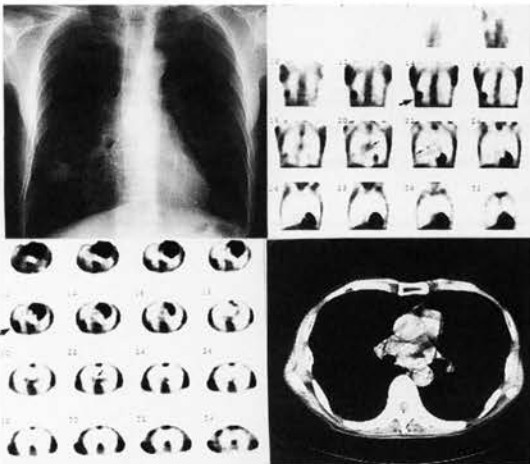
66歳、男性。胸部X線写真で右下肺野に $40 \times 50\text{mm}$ の異常陰影を認める。
